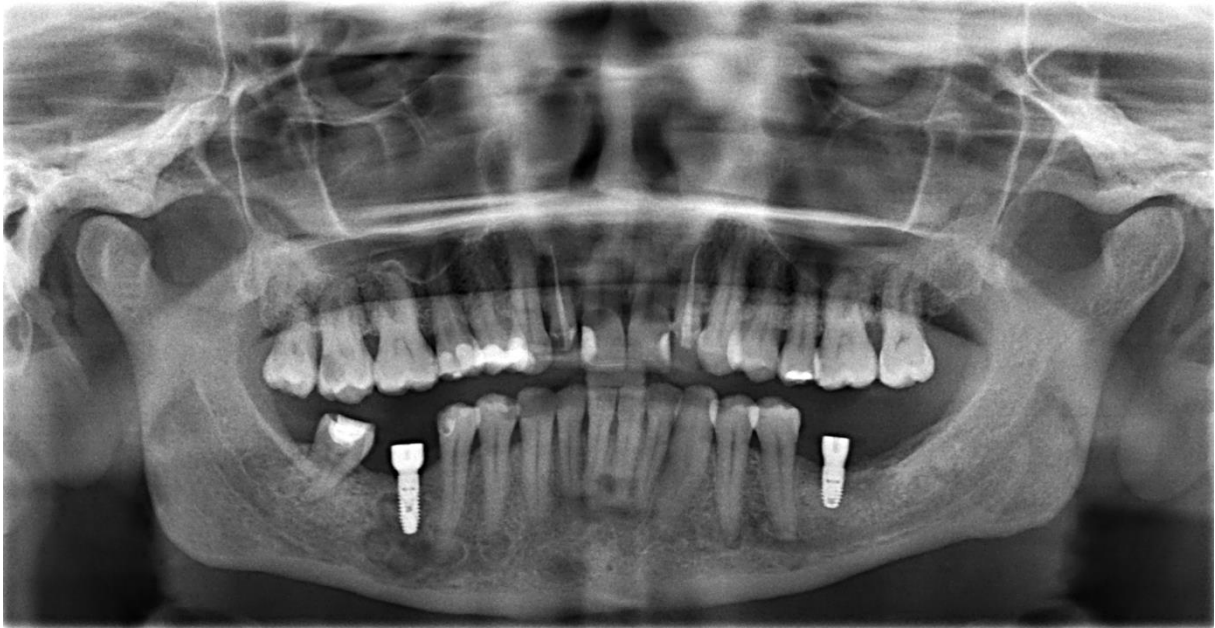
Kontrolni ortopantomogram neposredno nakon ugradnje implantata. Preuzeto s dopuštenjem autorice: izv. prof. dr. sc. Dragana Gabrić, Zavod za oralnu kirurgiju, Stomatološki fakultet Sveučilišta u Zagrebu
